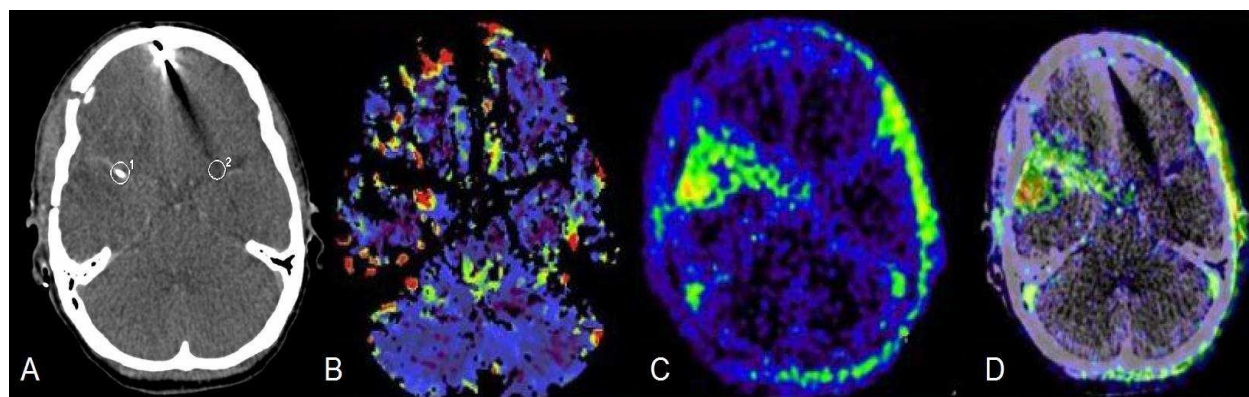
Fallbeispiel einer symptomatischen Patientin (49 Jahre alt, WFNS-Grad 3, Aneurysma der rechten A. cerebri media). Eine ^{18}F -Fluoromisonidazol-Anreicherung ist im vaskulären Territorium des Aneurysmas sichtbar (C und D). Die rCBF-Geschwindigkeiten (B) betragen 28,4 ml/100g/min links und 22,6 ml/100g/min rechts. MD-Werte zum Zeitpunkt des PETs: Glutamat 20,7 µmol/l, Glycerol 28,5 µmol/l, L/P-Quotient 29,3. Auf dem CT-Scan (A) ist der MD-Katheter in der rechten Hemisphäre erkennbar (ROI 1).
